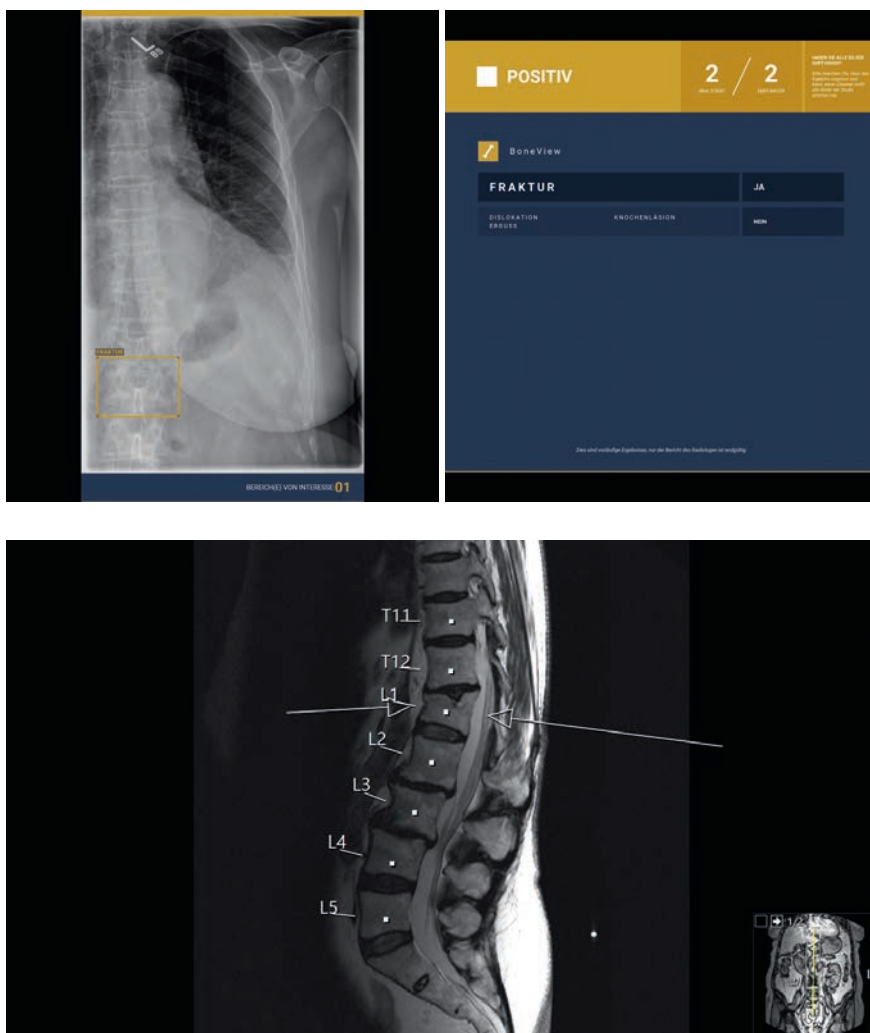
Knöcherner Hemi-Thorax zum Ausschluss einer Rippenfraktur bei 90-jähriger Patientin nach Sturz aus dem Bett. Die KI-Analyse ergab den Befund einer Fraktur der LWS (oben). Die entdeckte subtile Höhenminderung im Sinne einer osteoporotischen Sinterungsfraktur konnte jedoch bereits in einer zwölf Jahre zuvor angefertigten MRT der LWS (unten) nachgewiesen werden, sodass der Befund zwar korrekt, aber ohne akute klinische Konsequenzen war.
